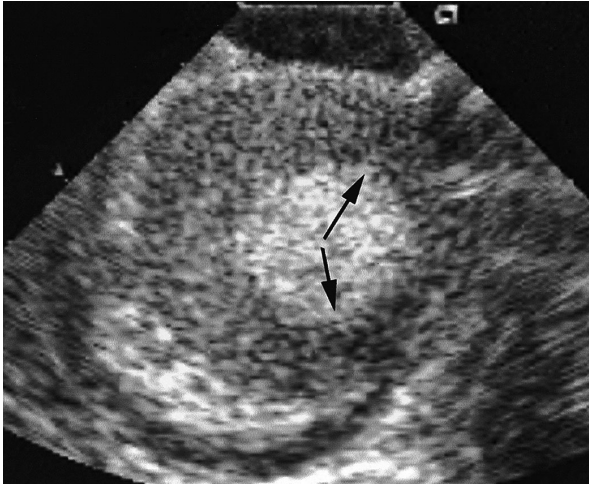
Myocardial contrast echocardiogram during occlusion of the left circumflex coronary artery
